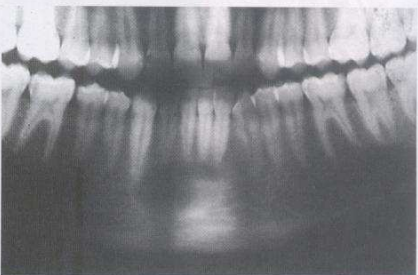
Quiste óseo solitario. Radiografía panorámica con áreas radiolúcidas bilaterales en el maxilar inferior.
